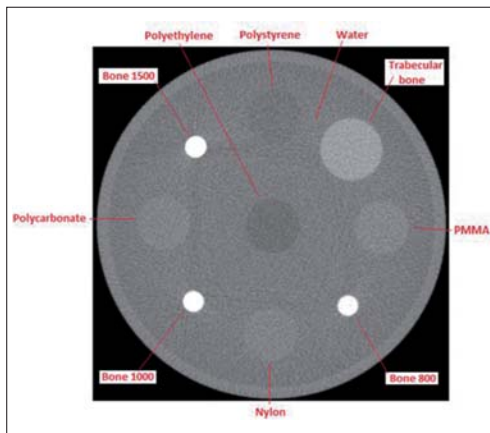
CIRS-Scan mit WhiteFox CBCT (Fa. Acteon). – Abb. 4: QA-Phantom – Wasser HU 0. – Abb. 5: Messung der räumlichen Homogenität von Wasser (HU 0).
